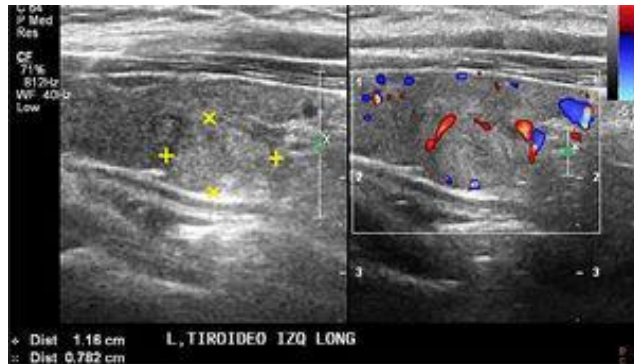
Ejemplo de una ecografía de tiroiditis crónica [54].
